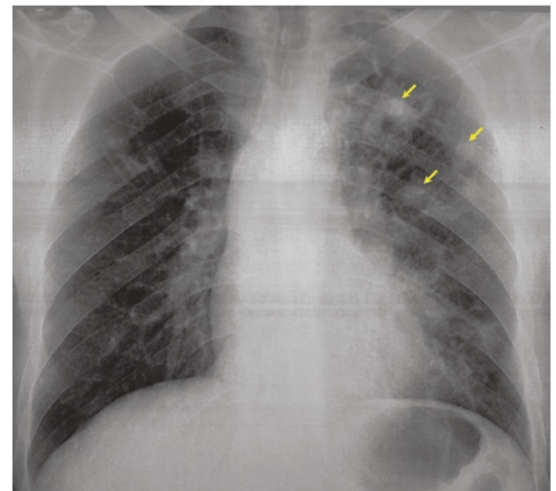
Case 23.1. This patient also had multiple pulmonary tuberculomas (arrows) on chest X-ray
